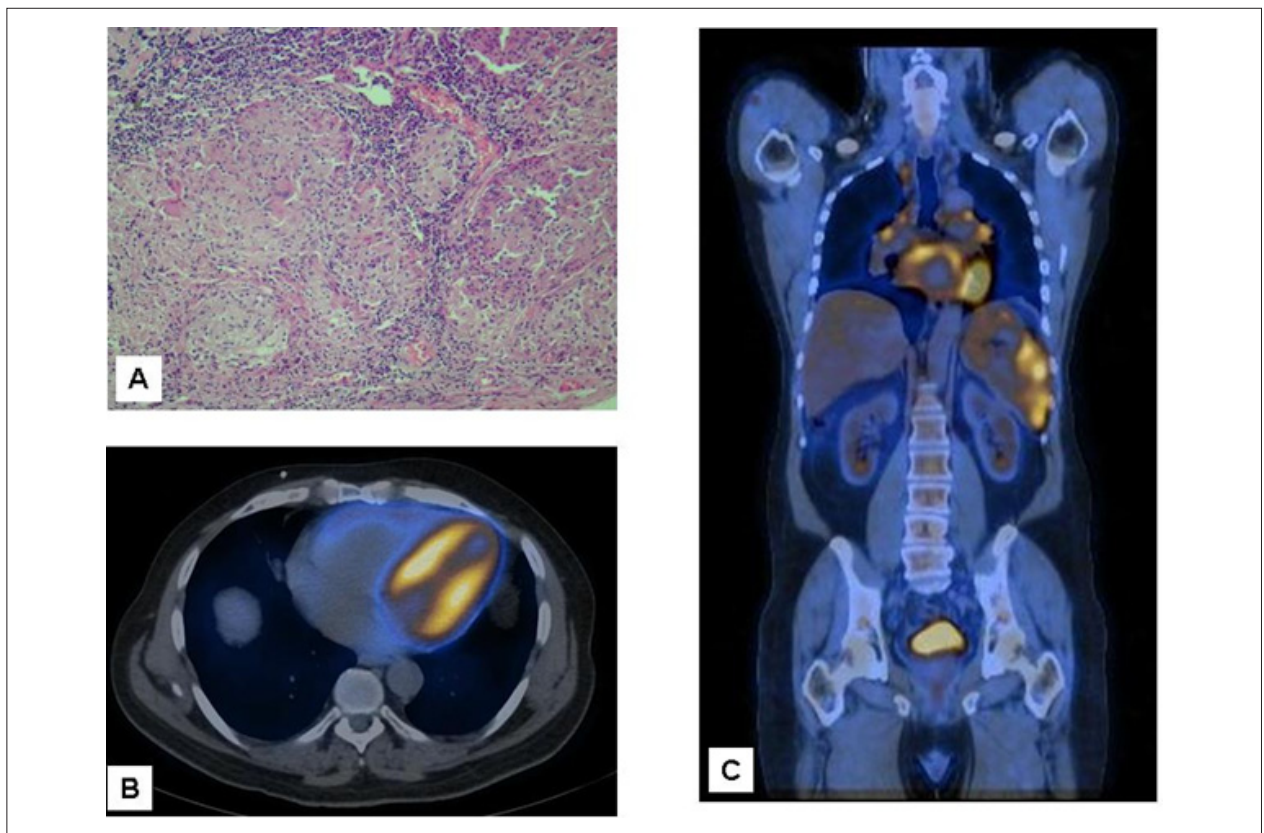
Paciente con SC confirmada. A - Biopsia de linfonodos inguinales con hematoxilina-eosina, lo que demuestra granulomas no caseosos de células epitelioideas. B - PET scanning con 18F-fluorodeoxyglucose del miocardio demostrando áreas de aumento del metabolismo (inflamación) en el ventrículo izquierdo. C - Mapeo de todo el cuerpo, que muestra la absorción de otros órganos como el bazo y los linfonodos del mediastino.
